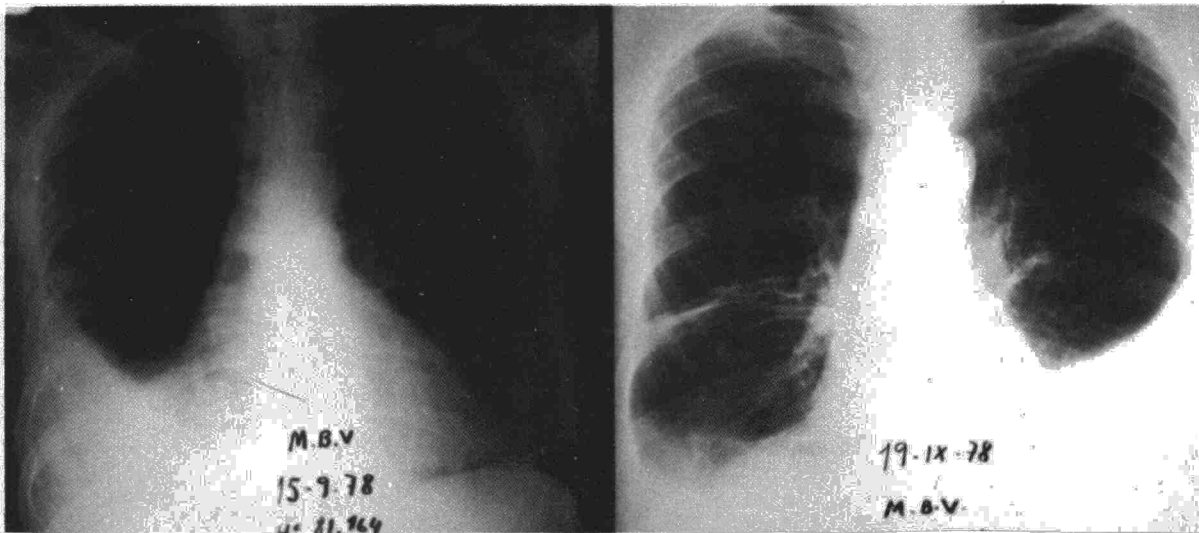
A la izquierda radiografía previa al ingreso mostrando extenso derrame pleural derecho y cardiomegalia. A la derecha correspondiente al ingreso, derrame pleural bilateral, predominante en hemitórax izquierdo.
